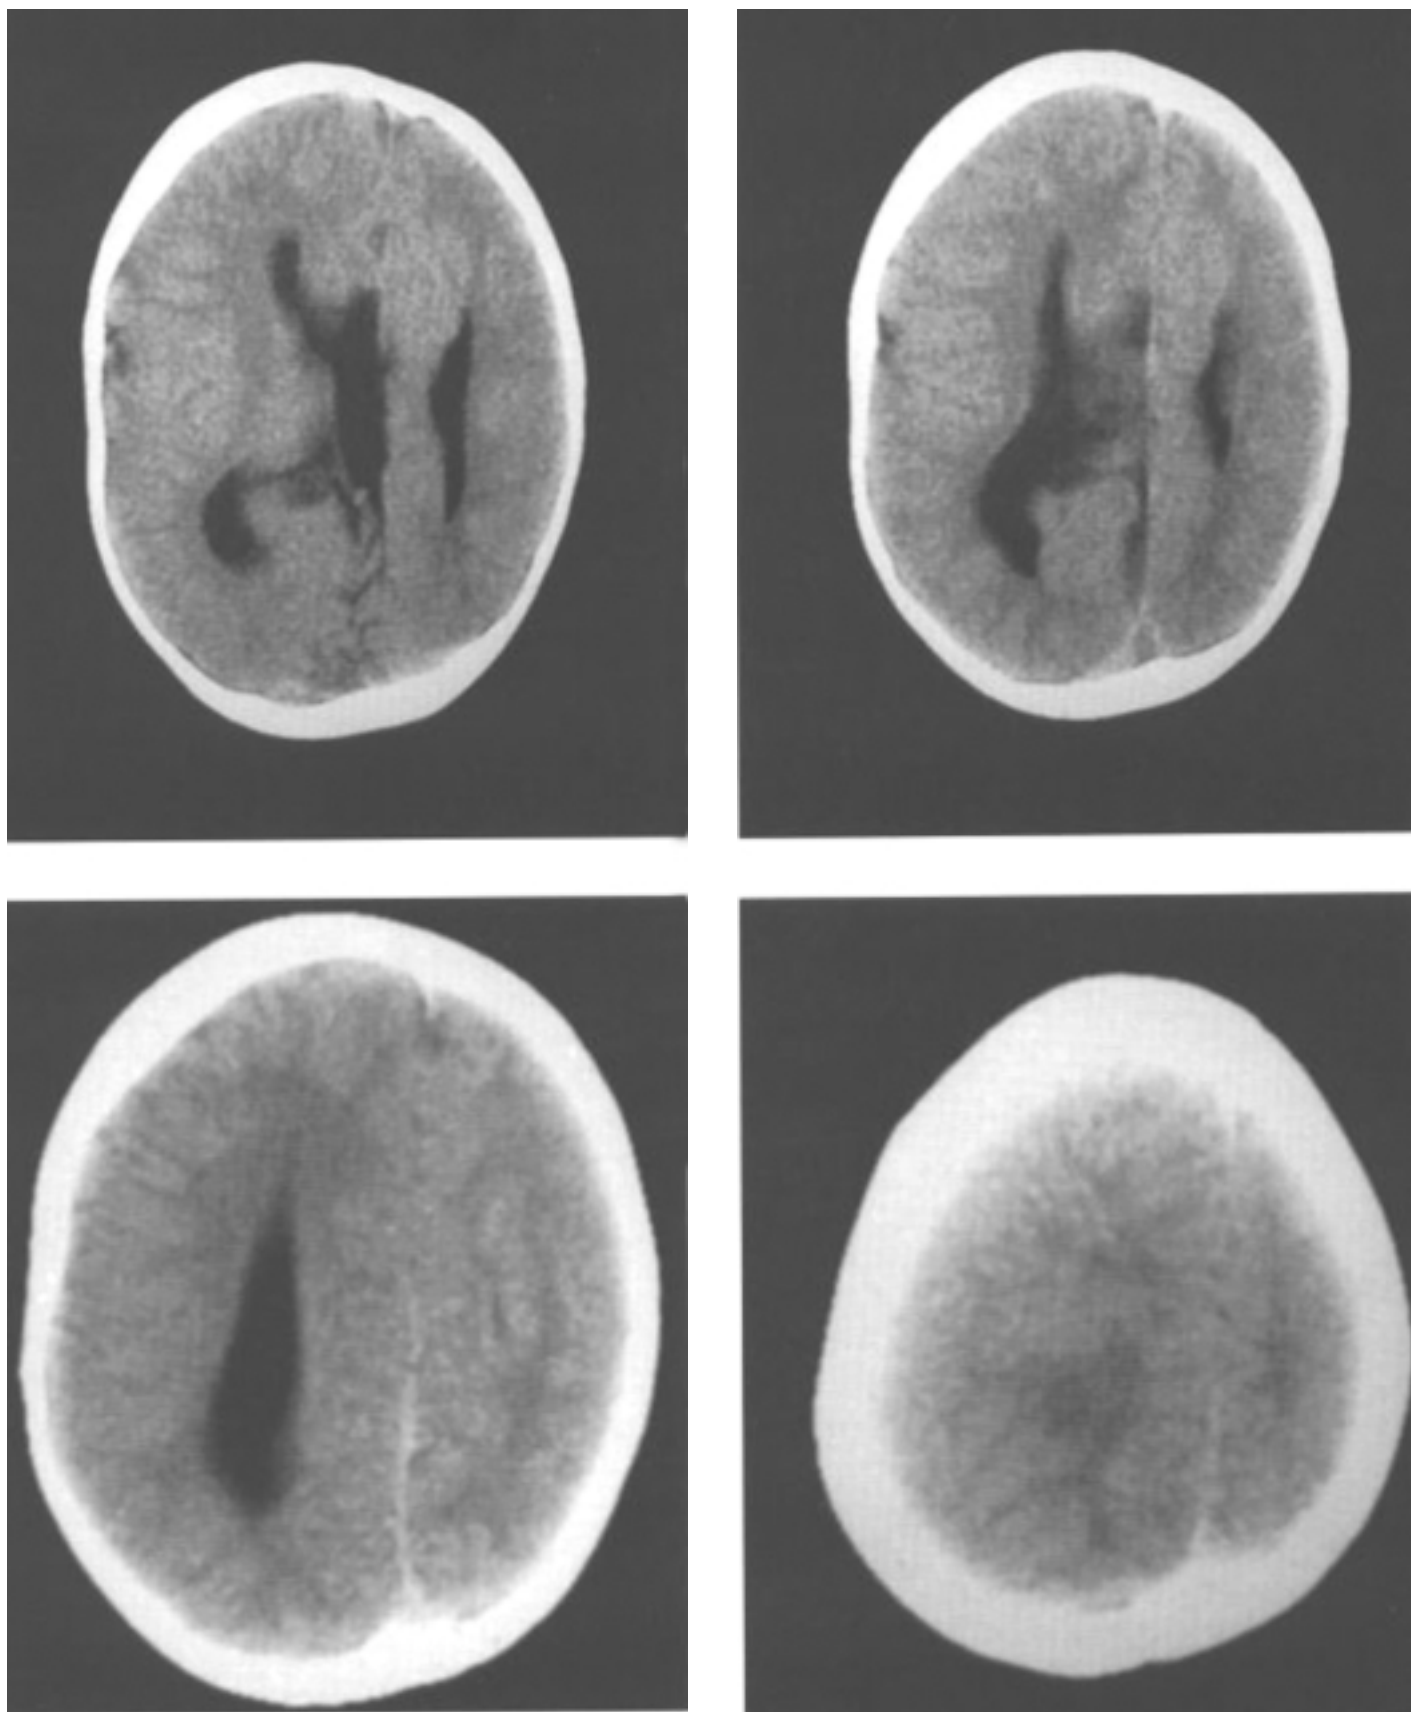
Компьютерные томограммы ребенка 2 мес. Диагноз: врожденная первичная микроцефалия.
